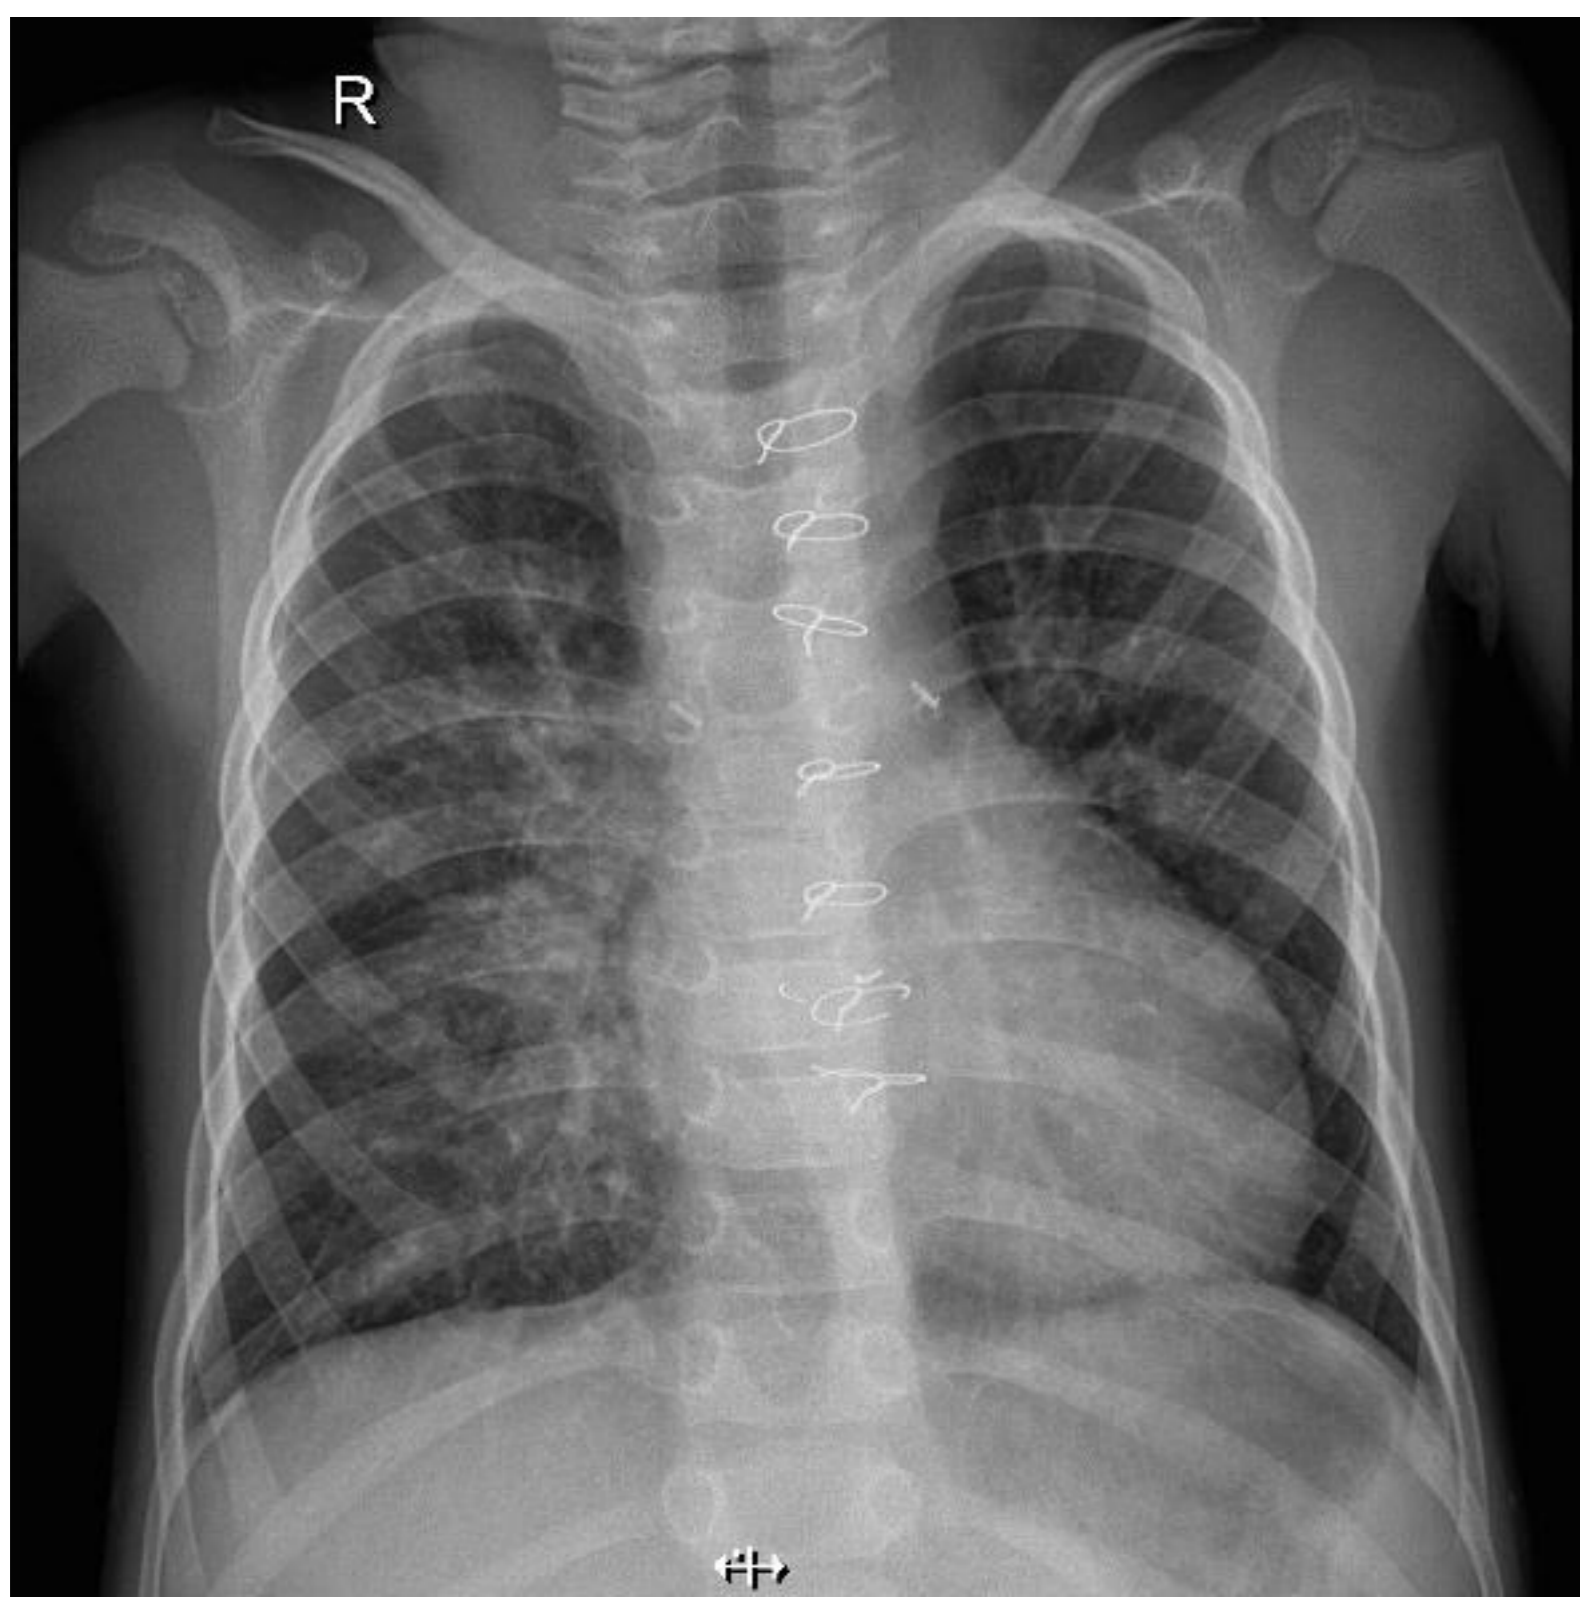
Radiografía de tórax. Opacidades intersticiales reticulares difusas.
